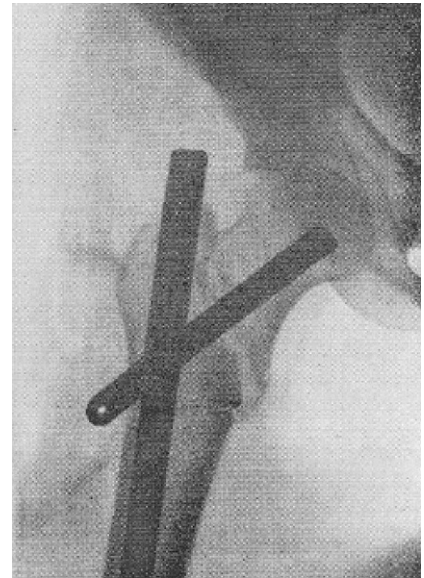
▲ Röntgenbild der ersten Verwendung eines zephalomedullären Marknagels durch Küntscher. (Aus Küntscher [2])
